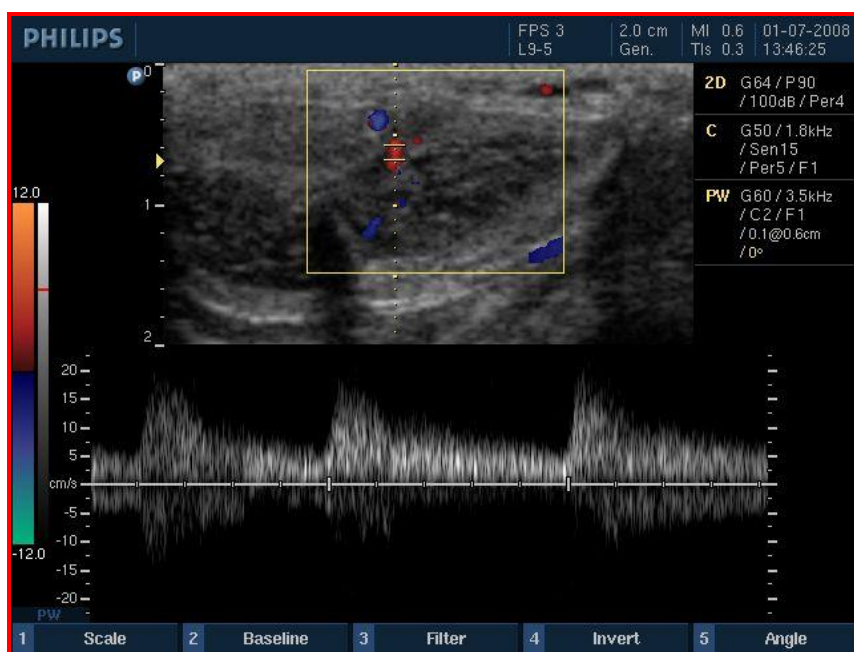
Examinare Doppler peniană. Viteza sistolică maximă 22 cm/sec, viteza diastolică 12 cm/sec. (DE vasculară)
